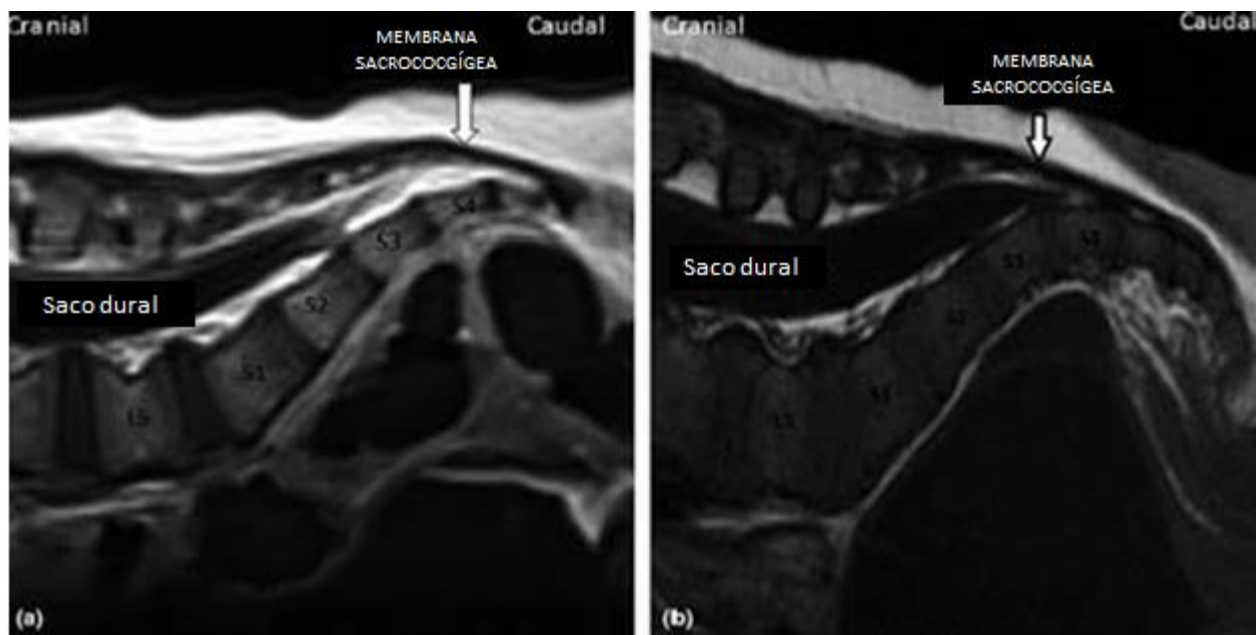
Imagem da região sacra por ressonância magnética. (a) Anatomia normal. (b) Saco tecal baixo. Permissão para utilização da imagem concedida pelo Dr B Mislovic, Children's Health Ireland at Crumlin, Dublin, Irlanda.
